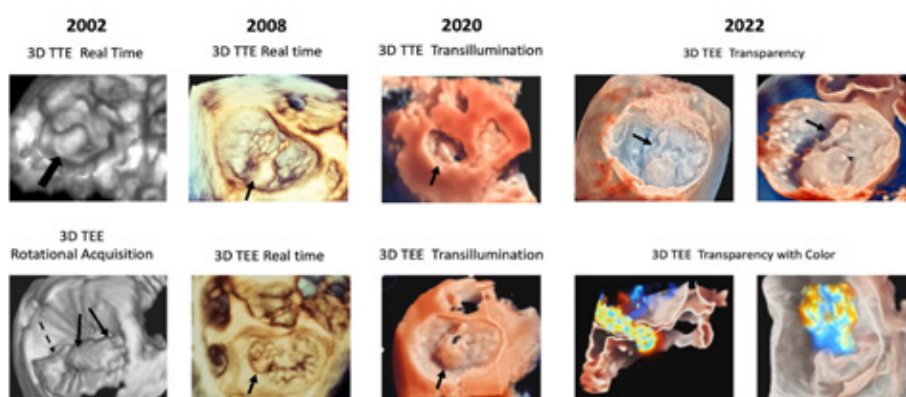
³.Evolución de la ecocardiografía 3D y sus renderizados: KMantegazza V, Gripari P, Tamborini G, et al. 3D echocardiography in mitral valve prolapse. Front Cardiovasc Med. 2023;9:1050476
